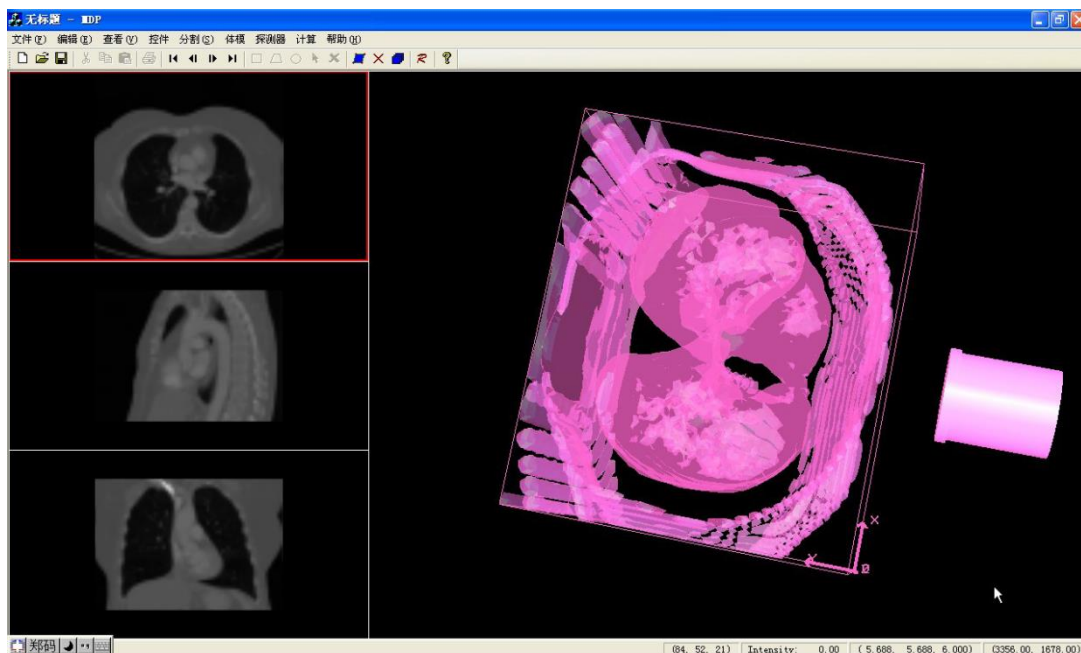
基于实体肺 CT 模型的肺计数器效率刻度因子计算界面
